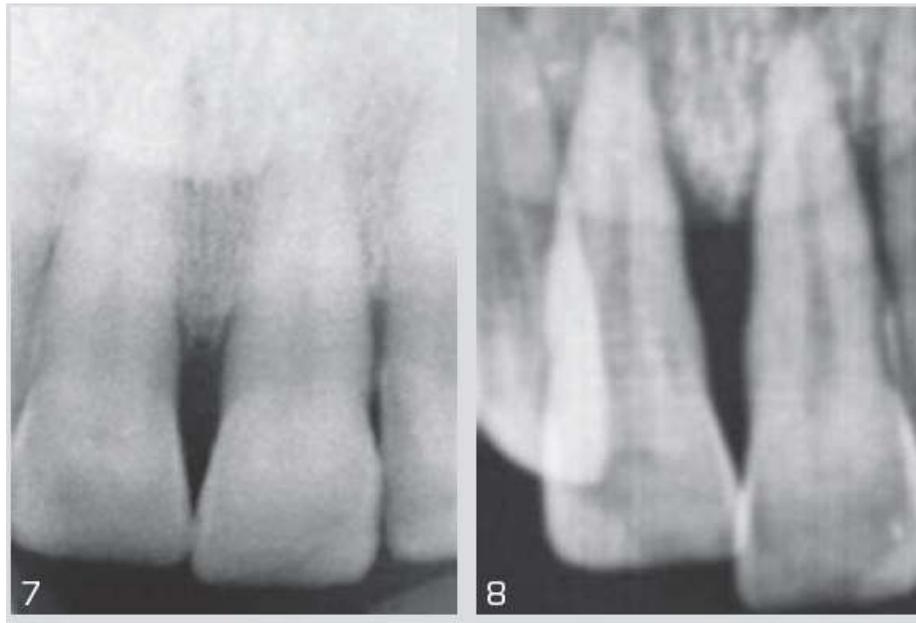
radiografía dentoalveolar de los incisivos centrales superiores, se observa gran destrucción ósea⁵¹ debido al uso de cocaína de forma tópica.
